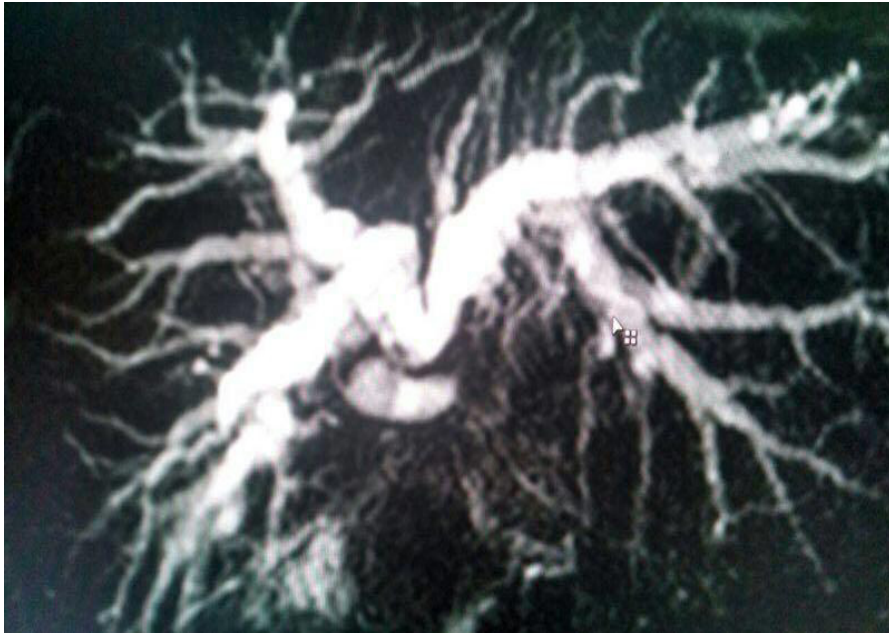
Colangiorrressonância intraoperatória evidenciando lesão.
